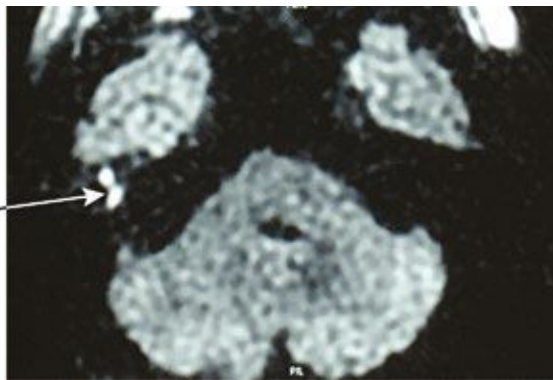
МРТ в области височных костей в режиме pop-EPI DWI через 1 год после санирующей операции с облитерацией паратимпанальных пространств.
